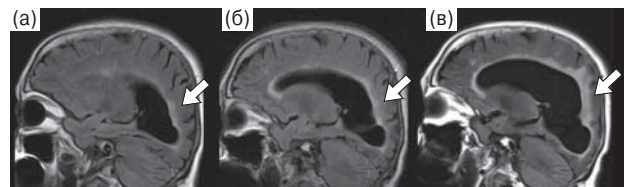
МРТ той же больной в сагиттальной плоскости в режиме FLAIR от 2012 г. (а), 2013 г. (б) и 2017 г. (в). При динамическом наблюдении выявляется увеличение зон гиперинтенсивного МР-сигнала вблизи задних отделов боковых желудочков (стрелки), вероятно, за счет дегенеративных изменений белого вещества.
